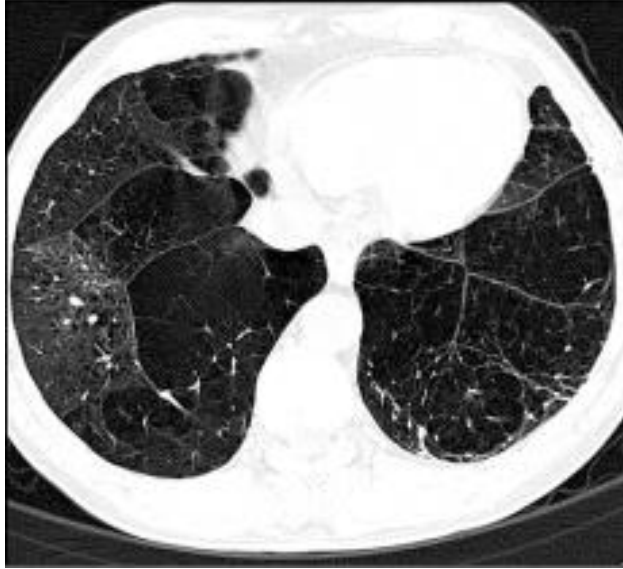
Комп'ютерна томограма хворого з емфіземою легенів
